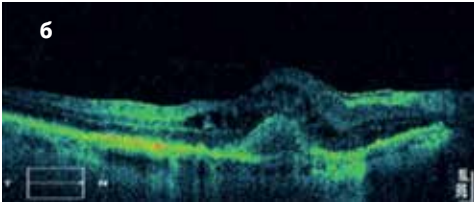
Томограма макулярної ділянки сітківки ока: а – норма; б – ДМН
